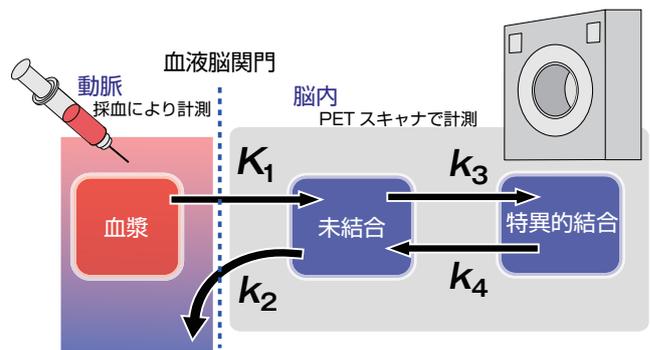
PET データの解析に用いられるコンパートメントモデルの例。
